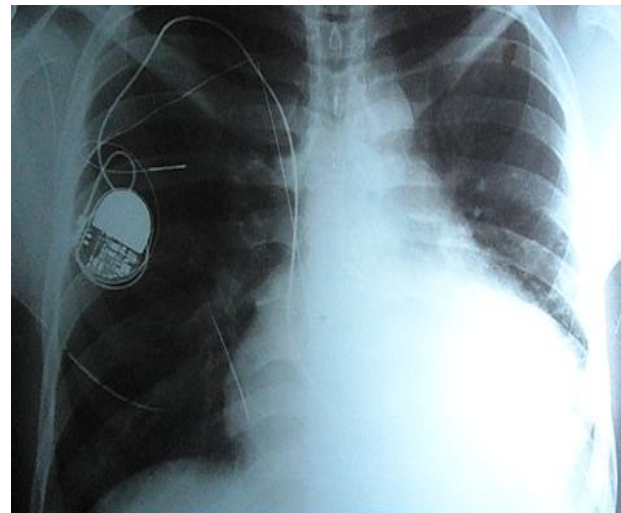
Radiografía de tórax (vista P-A) donde se observa aumento de ICT con pedículo vascular corto y ancho, borramiento de ángulo costo-diafragmático izquierdo y electrodo de marcapasos libre con múltiples fracturas en su trayecto, proyectándose la porción distal de dicho electrodo hacia AD
